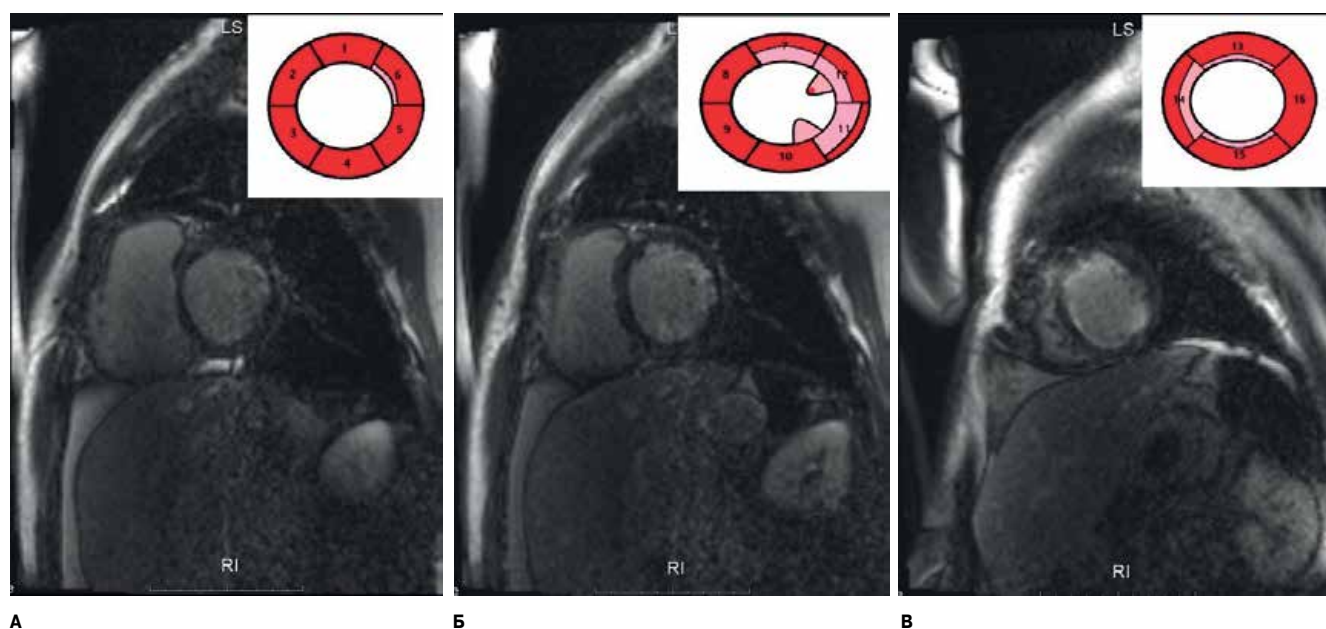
МРТ с отсроченным накоплением контрастного препарата по короткой оси ЛЖ со схемой поражения по сегментам.
